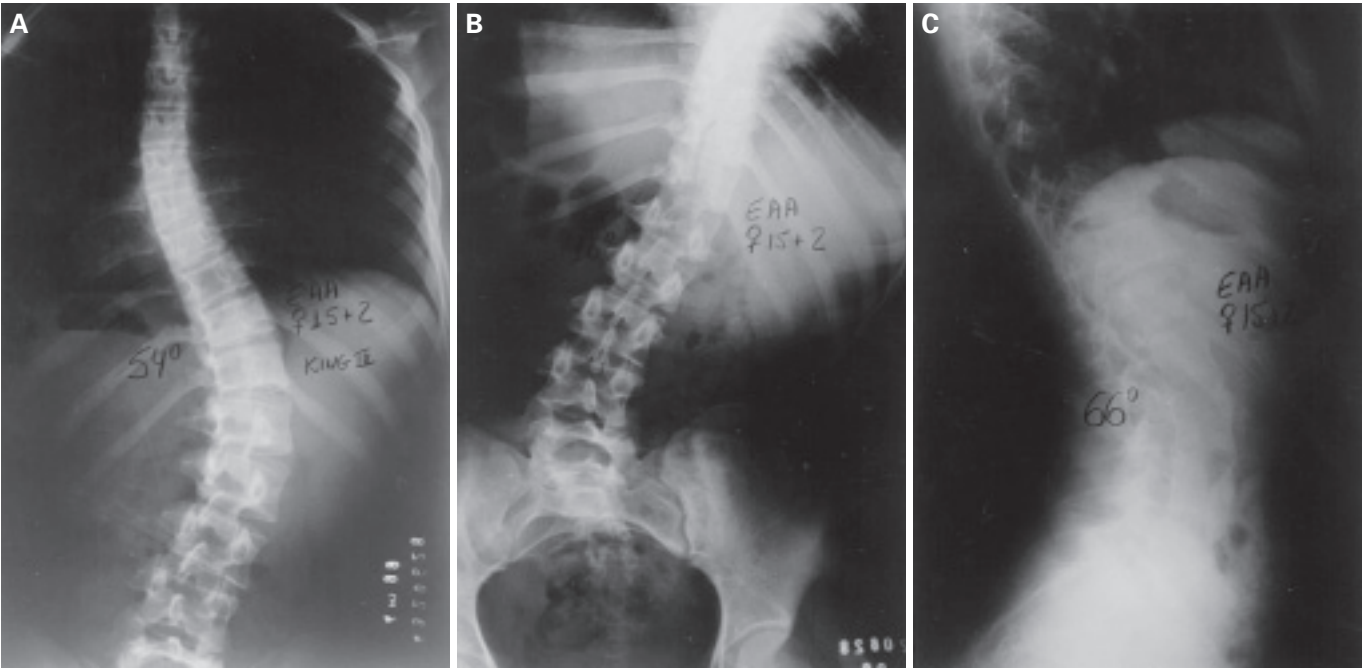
E.A.A., sexo feminino, 15 + 2 anos de idade, escoliose idiopática toracolombar T9L3 (54° Cobb). A) Radiografia pré-operatória em AP. B) Radiografia pré-operatória com inclinação mostrando a grande flexibilidade da curva. C) Radiografia pré-operatória em perfil.
